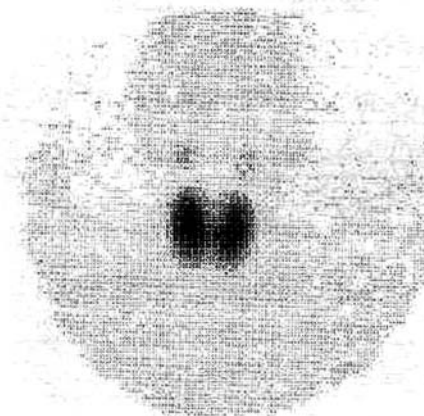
Сцинтиграфия щитовидной железы с ^{99}Tc больной Б. при повторном поступлении и подготовке к хирургическому лечению на фоне приема терапевтической дозировки тирозола.
